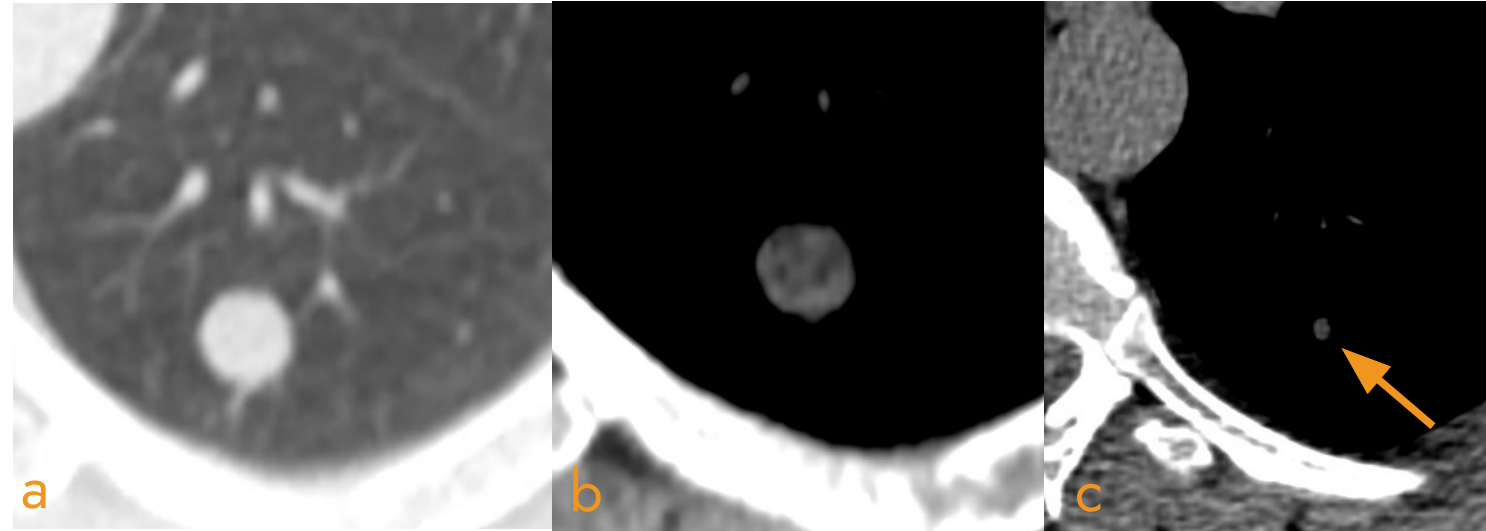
a) y b) Corte TC en ventana pulmonar y de partes blandas mostró un nódulo redondeado bien delimitado, de estructura interna multicompartimentada con áreas de atenuación grasa (flecha azul). c) TC en ventana de partes blandas, cuatro años previa se observa nódulo de menor tamaño (flecha).
